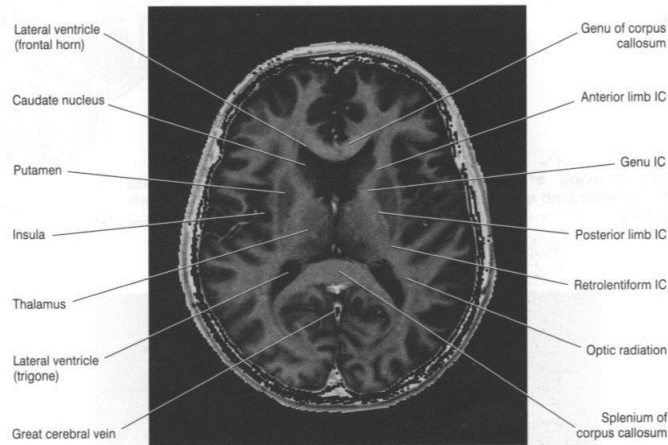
Horizontal MRI 'slice' at the level indicated at top. IC, internal capsule. (From a series kindly provided by Dr. J. Paul Finn, Director, MR Research and Development, Siemens Medical Systems Inc., Iselin, New Jersey.)
